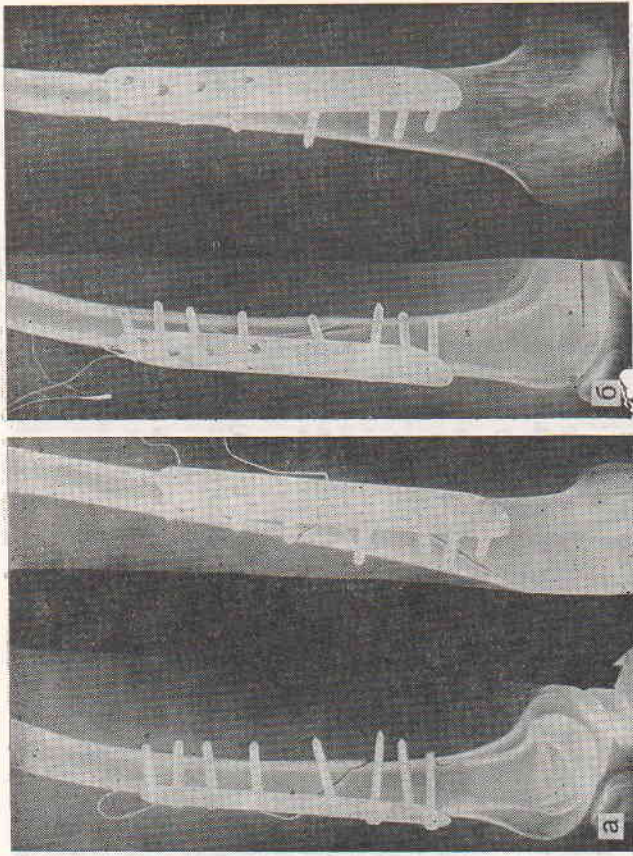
Рентгенограммы больного А. после остеосинтеза пластиной (а) и через 1,5 мес ЭСО (б).
